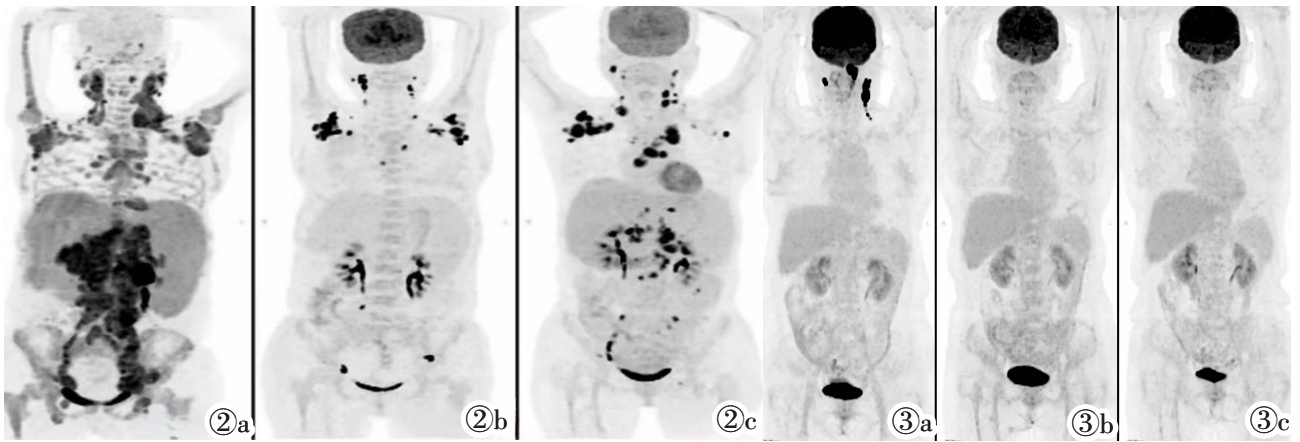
女,55岁,滤泡性淋巴瘤。图2a:基线PET/CT:左侧扁桃体、双侧颈部、双侧锁骨区、双侧腋窝区、胸部、腹腔、盆腔、双侧腹股沟区多发肿大淋巴结影,FDG代谢增高,肝大,脾大,实质FDG代谢不均匀增高;右侧枕部及胸壁软组织影,FDG代谢增高,综上考虑淋巴瘤改变。图2b:中期PET:颈部、双侧锁骨区、双侧腋窝区、纵隔内、心膈角区、肝门区、小网膜囊、脾门区、腹膜后、双侧髂血管旁、双侧腹股沟区多发结节,较之前缩小,FDG代谢未见增高。右侧枕部及胸壁软组织影FDG代谢轻度异常,考虑治疗有效。图2c:末期PET:右颈部、左腋窝淋巴结较之前PET/CT对比部分减小或消失,FDG代谢减低,小网膜囊,肝门区、腹膜后及肠系膜区多发淋巴结FDG代谢正常,考虑局部病灶治疗有效,左侧颈部、右侧腋窝、纵隔、腹、盆腔及左侧腹股沟区多发淋巴结,较之前检查增多增大,FDG代谢增高,考虑疾病进展。该患者接受8周期R/H CHOP治疗,中期疗效评价为PR,SULpeak为9.00,带入方程Y为9.67,末期疗效评价为PD。图3 女,55岁,弥漫性大B细胞淋巴瘤。图3a:基线PET/CT:鼻咽左侧壁、舌根部及口咽部侧壁增厚,FDG代谢增高;颈部、左侧锁骨区多发肿大淋巴结,FDG代谢增高;综上所述,符合淋巴瘤改变。图3b:中期PET/CT:鼻咽左侧壁、舌根部及口咽部侧壁增厚,FDG代谢正常;颈部未见明显肿大及FDG代谢增高淋巴结,考虑治疗有效。图3c:末期PET:鼻咽左侧壁厚,FDG代谢正常;口咽部FDG代谢正常;颈部未见明显肿大及FDG代谢增高淋巴结,考虑淋巴瘤治疗有效。该患者接受6周期R-CHOP治疗,中期疗效评价为CR,SULpeak为2.22,带入方程Y为-0.38,末期疗效评估为CR。
